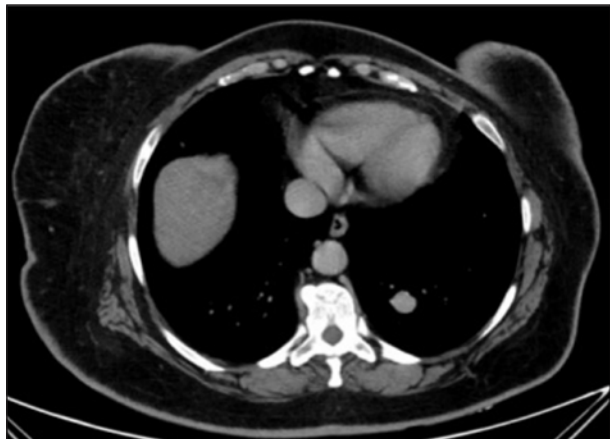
Tomografía axial computarizada de tórax simple, se observa nódulo sólido de 7.7 mm en el lóbulo medio derecho, otro mal definido subpleural derecho de aproximadamente 2.4 mm en el lóbulo inferior derecho, un nódulo subpleural izquierdo de 6.9 mm en el lóbulo inferior y el más grande, de 2 cm, en el segmento 10 izquierdo.
